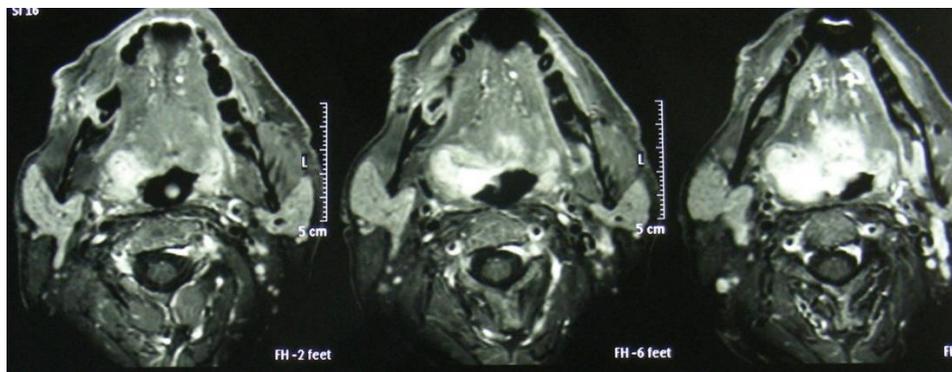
TC testa-collo.
